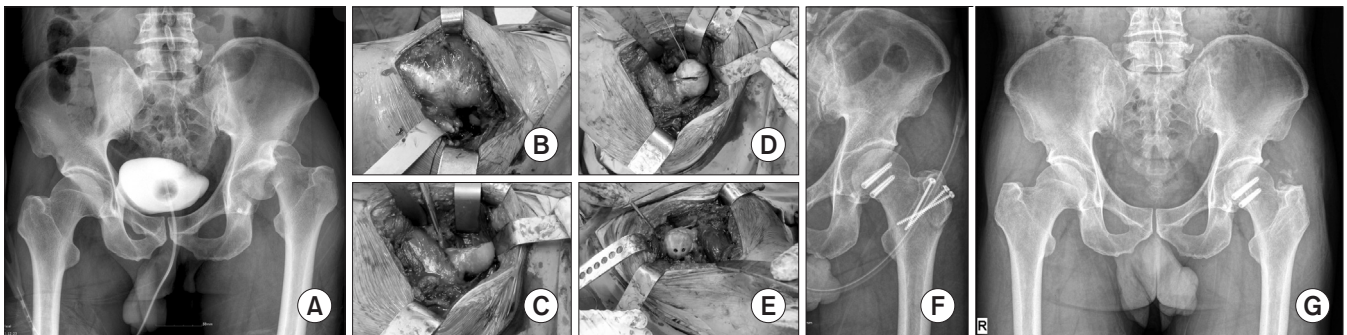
(A) A 52-year-old male had a left hip dislocation with Pipkin type II femoral head fracture. (B) Failed reduction resulted in an emergency open reduction and internal fixation. A photo showed a posteriorly dislocated femoral head. (C) After surgical dislocation, the left femoral head and neck were exposed. (D) After anatomical reduction, provisional K-wires were fixed. (E) Internal fixation with headless screws was performed. (F) Postoperative X-ray showing anatomical reduction and congruent hip. (G) Two-year-follow up X-ray demonstrating mild heterotopic ossification, but no evidence of osteonecrosis of the femoral head or arthritis.
